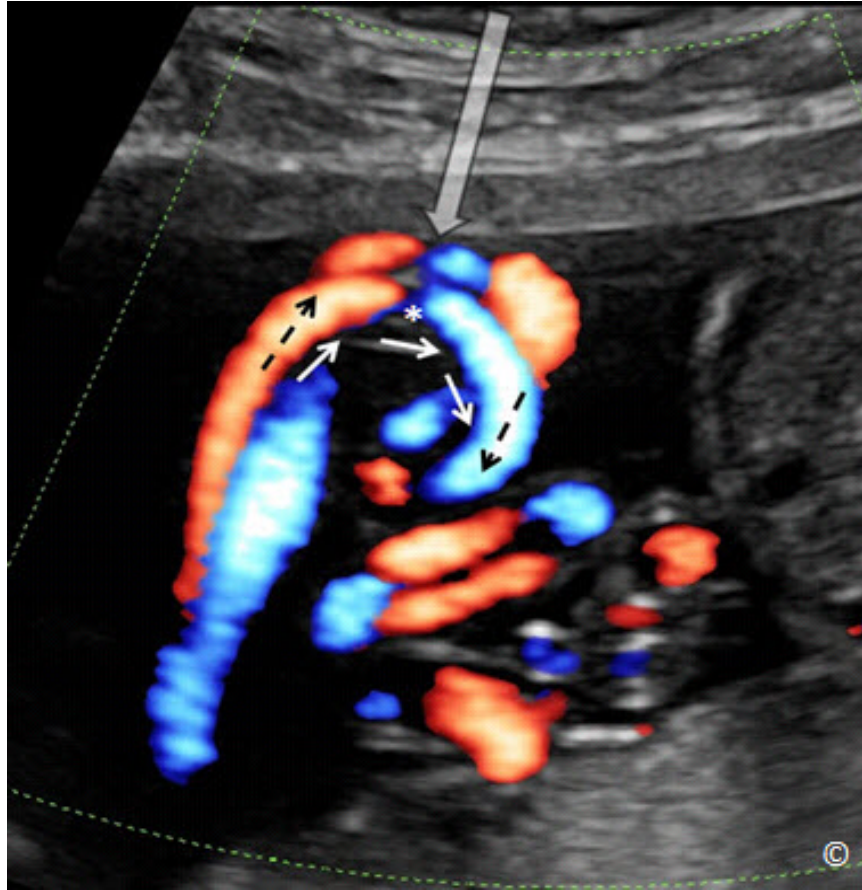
El flujo de sangre en un cordón umbilical que muestra el efecto Doppler. Las flechas blancas indican la dirección del flujo de sangre. Nótese la ausencia de flujo sanguíneo en el Doppler de color (asterisco) en el que el haz de ultrasonido (flecha gris) insona el cordón ombilical con un ángulo de insonación igual a 90 grados. Las flechas negras representan un ángulo de insonación casi paralelo al haz de ultrasonidos y por lo tanto muestra el color más brillante que corresponde a las velocidades más altas.
